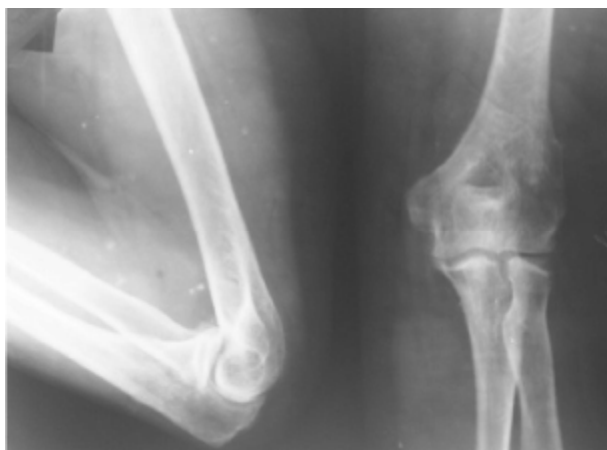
Рентгенограмма локтевого сустава в двух проекциях той же больной через 6 мес. после операции.
